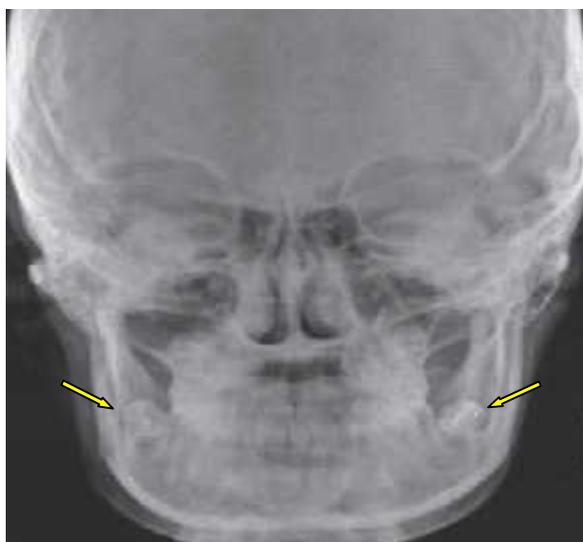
Les germes des DDS inférieurs sur une téléradiographie frontale.
